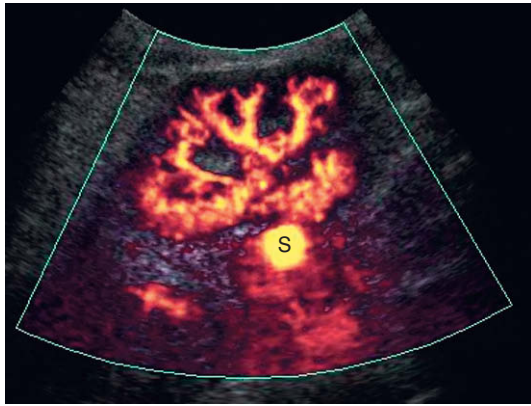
Imagen de Doppler energía de un trasplante renal tres semanas después de una biopsia. Un área redondeada de flujo brillante representa un pseudoaneurisma (S). Hay una mayor probabilidad de esta complicación en las biopsias dirigidas más centralmente, como fue el caso de este paciente.
